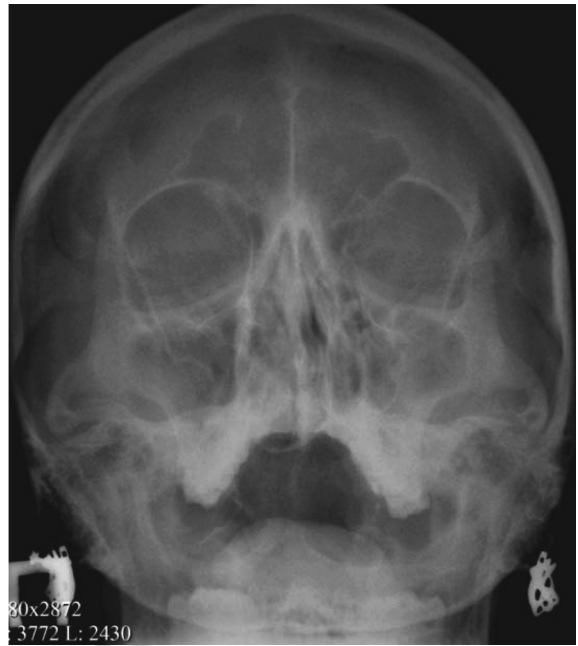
Рентген ОНП через 9 месяцев после операции ного хирургического вмешательства, направленного на восстановление носового дыхания и санацию околоносовых пазух. Следовательно, симультанные операции повышают качество оказания медицинской помощи при сочетанной патологии ЛОР-органов, позволяют улучшить качество жизни пациента в перспективе, исключают необходимость этапного хирургического лечения, являются этиопатогенетически оправданным и клинически правильным направлением в хирургии головы и шеи, в частности в ринологии.
